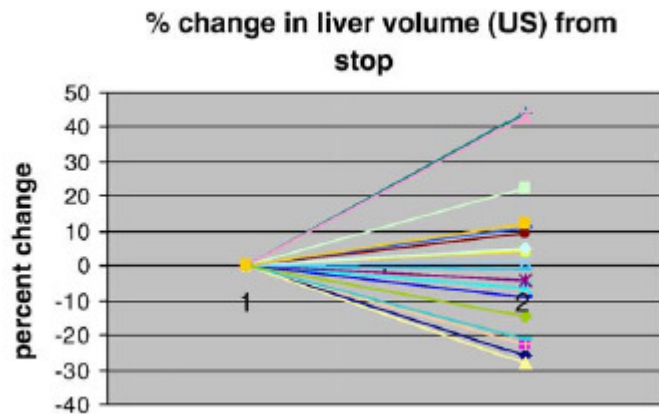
Change in liver index volume (by ultrasound) from stop to recent evaluation.
